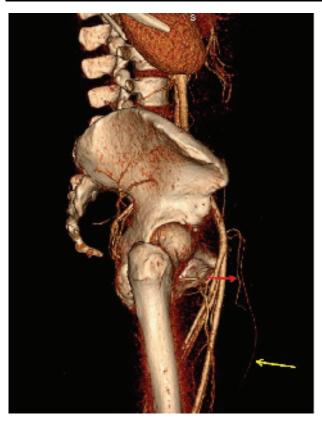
МСКТ, трехмерная реконструкция. Состояние после фалло- и уретропластики. Желтой стрелкой показана левая ГНЭА, анастомозирующая с лучевой артерией, кровоснабжающей неоуретру. Красной стрелкой – правая ГНЭА, анастамозирующая с торакодорсальной артерией, кровоснабжающей неофаллос
